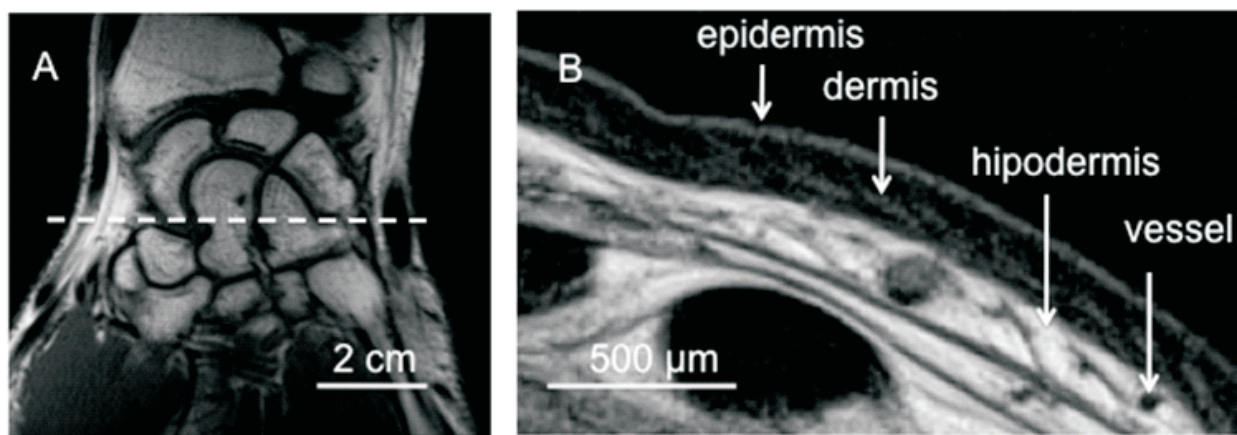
T1-weighted spin echo sequence for planning skin layer and skin vasculature image acquisition. The dashed line shows the position of the slice of skin imaged perpendicular to the image plane. B - high-resolution (in-plane: 110μm x 110μm; slice thickness: 3000μm) T1-weighted spin echo image of skin layers as obtained from slice planning in A. Observed skin layers and measured skin layer thicknesses were: epidermis (150-250μm); dermis (600-1500μm); hypodermis (1500-3000μm). Vessels are also depicted.
